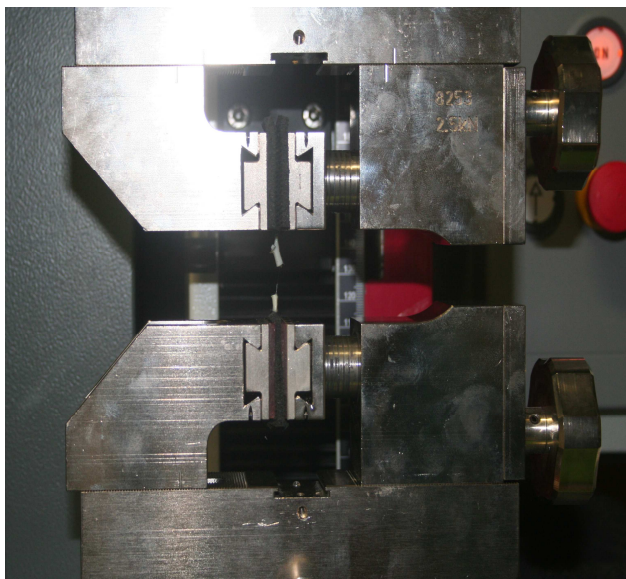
Zugprüfmaschine TC-FR2.5TN.D09 (Modellreihe „Zwicki“, Zwick GmbH & Co, Ulm, Deutschland) mit eingespannter, bereits rupturierter Anastomose
